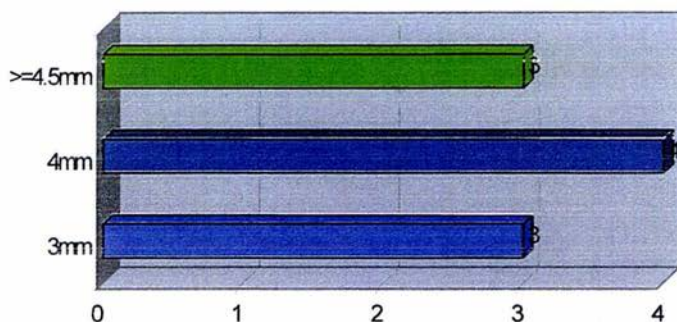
El diámetro de la pared posterior de VI determinado por ecocardiografía prequirúrgica determino solo 3 pacientes con diámetros iguales o superiores a 4.5mm
